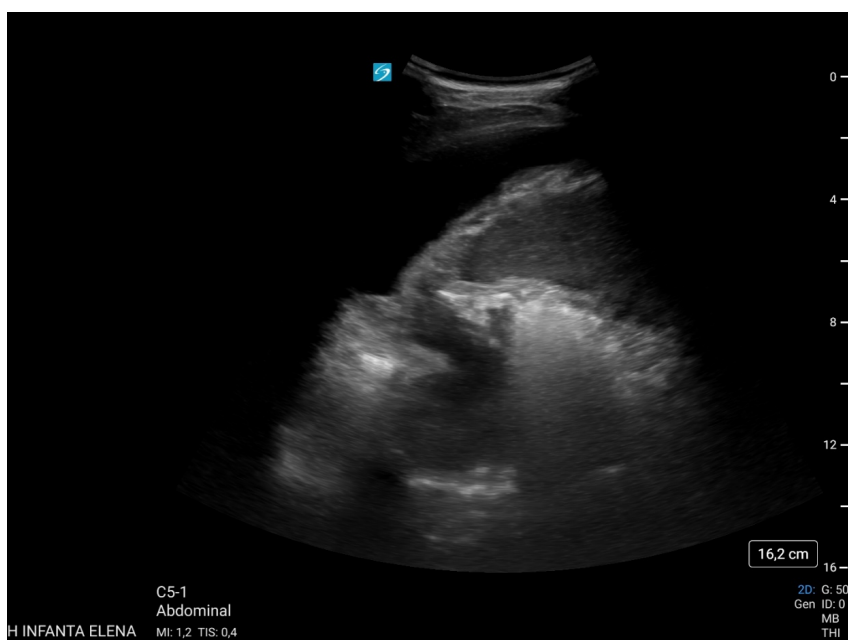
Ecografía con sonda cónvex: derrame pleural con hepatización de pulmón subyacente
